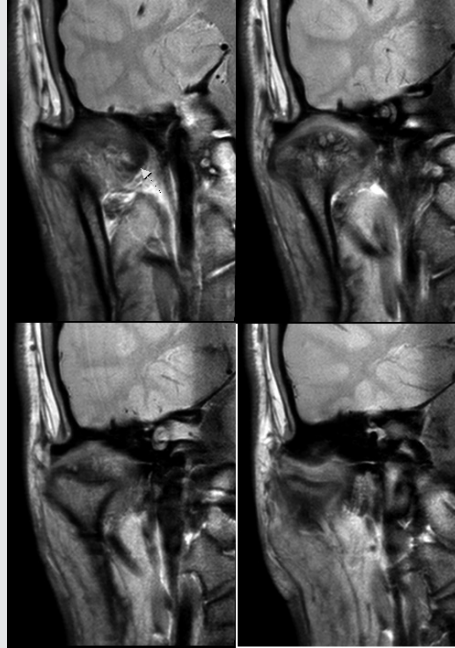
Preoperative MRI views. Subcondral cyst and sclerotic change at right mandible condyle were suspected.
